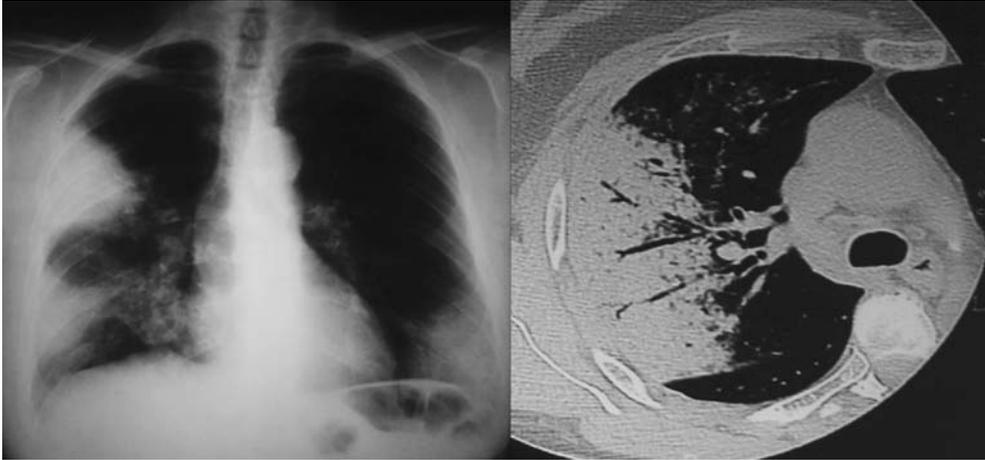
Neumonía eosinófila crónica. Rx tórax muestra infiltrados bilaterales y periféricos. Una TAC tórax confirma la afectación periférica.
